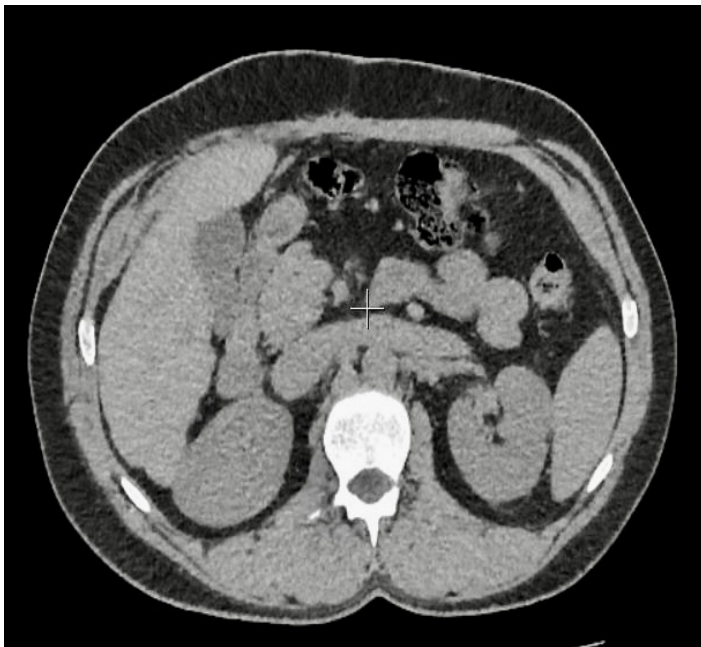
КТ пациента через год после открытой TAR-аллогерниопластики
